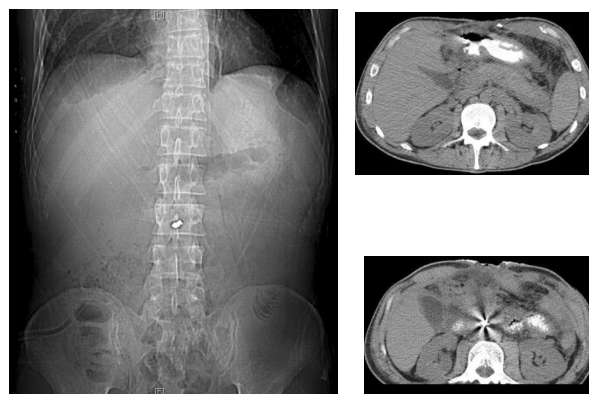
Спиральная компьютерная томография. Посттравматический панкреонекроз, положительная динамика (категория Balthazar B, КТ-индекс – 3 балла). Дренирована полость абсцесса правой подвздошной области
